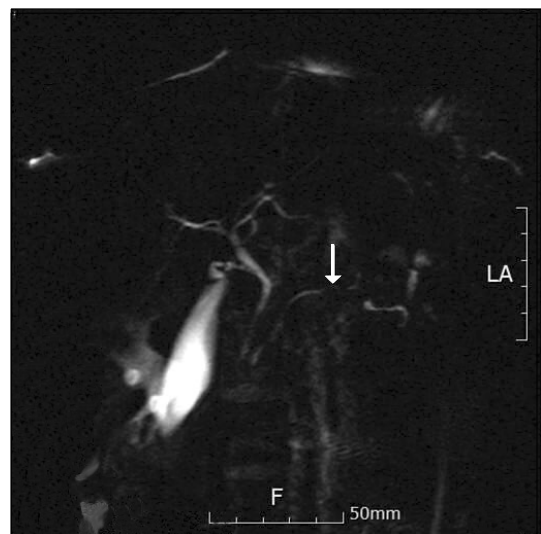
MRCP (Magnetic resonance cholangiopancreatography) finding shows focal strictures of the main pancreatic duct in the pancreas tail.
